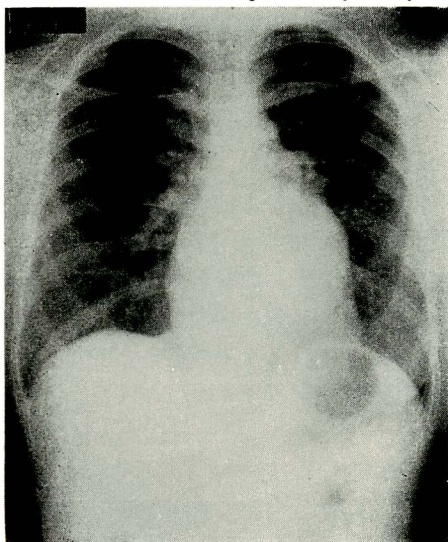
Chest X-ray on (Dec. 19, 1973), after recovery from 1st episode of malfunction.
